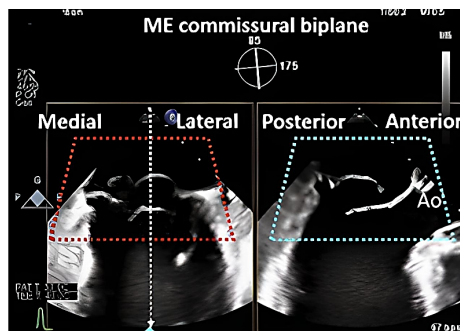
Ecocardiograf3a transesof3gica bidimensional
